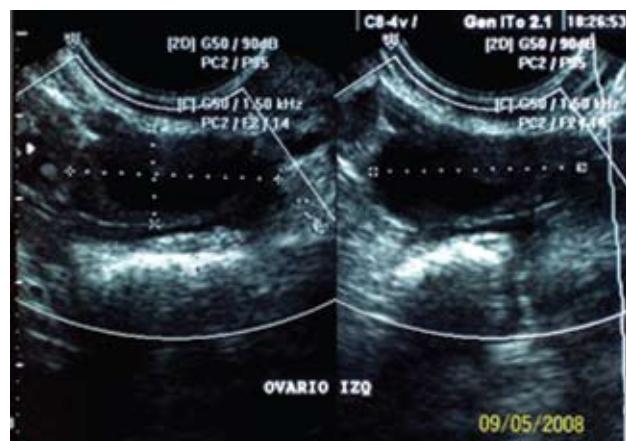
Estudio ultrasonográfico que no permitió llegar a conclusión alguna.
